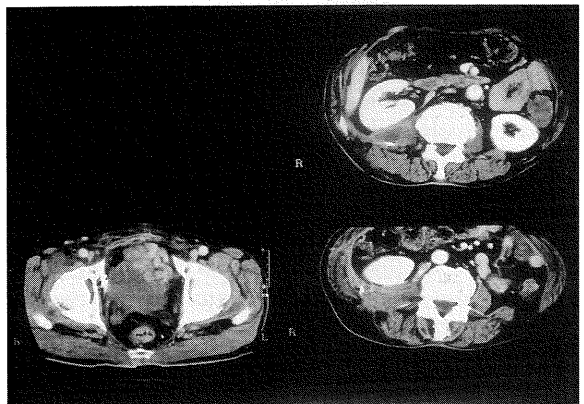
No recurrence was seen on CT scan, 97 days after operation.
